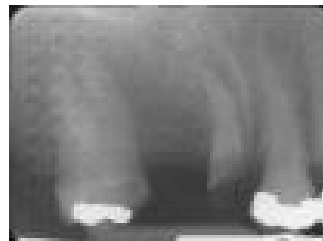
Película invertida; nótese el diseño de puntos a la izquierda de la radiografía, la densidad globalmente clara
